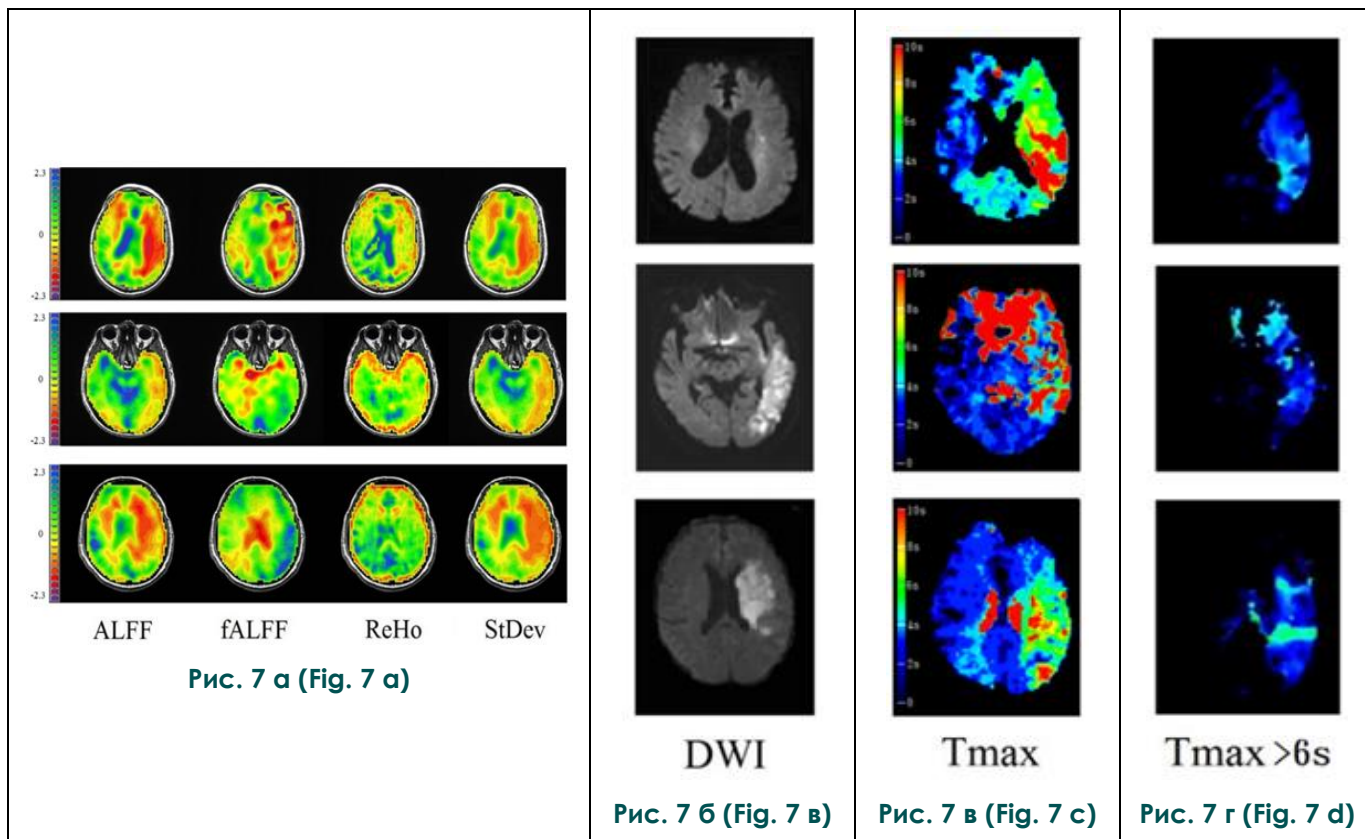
Карты фМРТ, DWI и Tmax в состоянии покоя в трех случаях.
